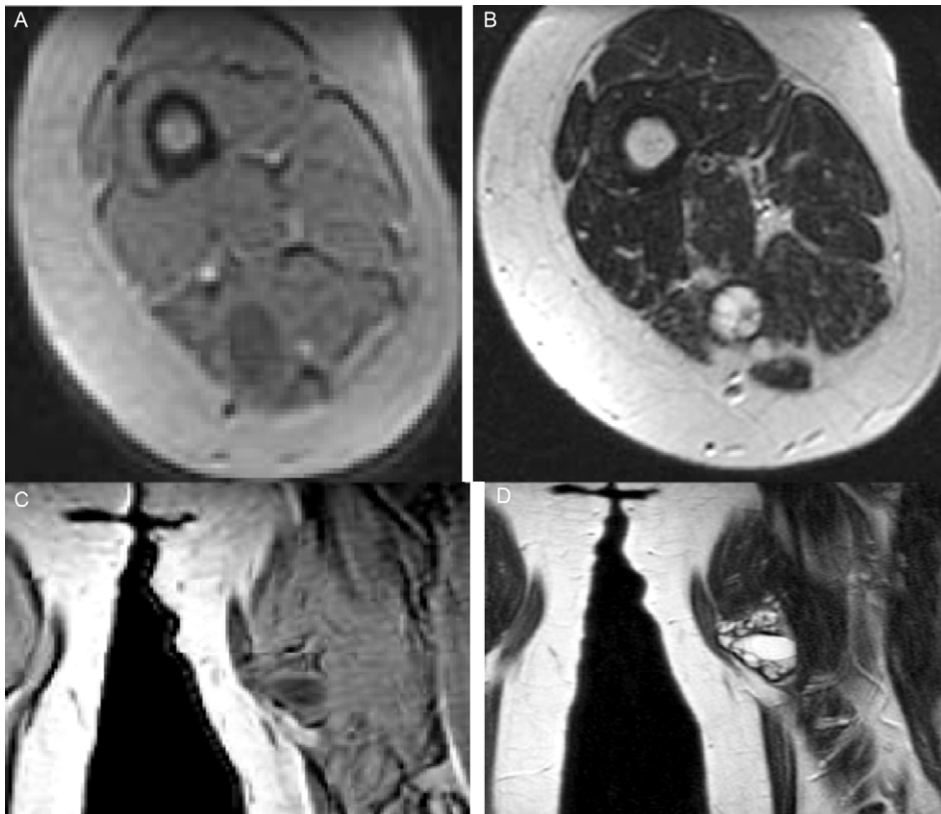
Aspect imagerie par résonance magnétique (IRM) d'un kyste hydatique (KH) intramusculaire avec hyposignal en séquence pondéré T1 (A et B) et un hypersignal en séquence pondéré T2 (C et D).
